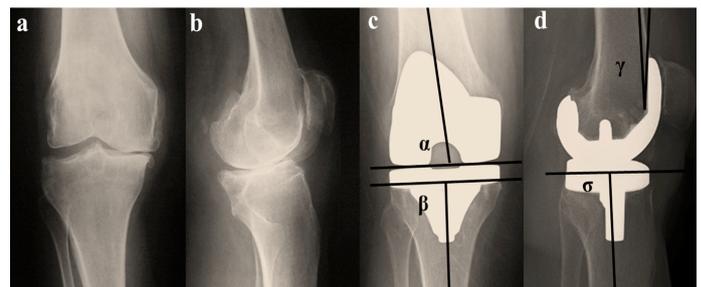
A 63-year-old female patient was operated on with the diagnosis of primary osteoarthritis in the left knee. Preoperative (a,b) and postoperative (c,d) AP and lateral radiographs. Showing the four angles (α , β , γ , σ) where component positions are evaluated (c,d). The follow-up period was 21 months. The postoperative knee score was 83, and the functional score was 80. There were no postoperative complications. Knee and functional scores were found to be good.
